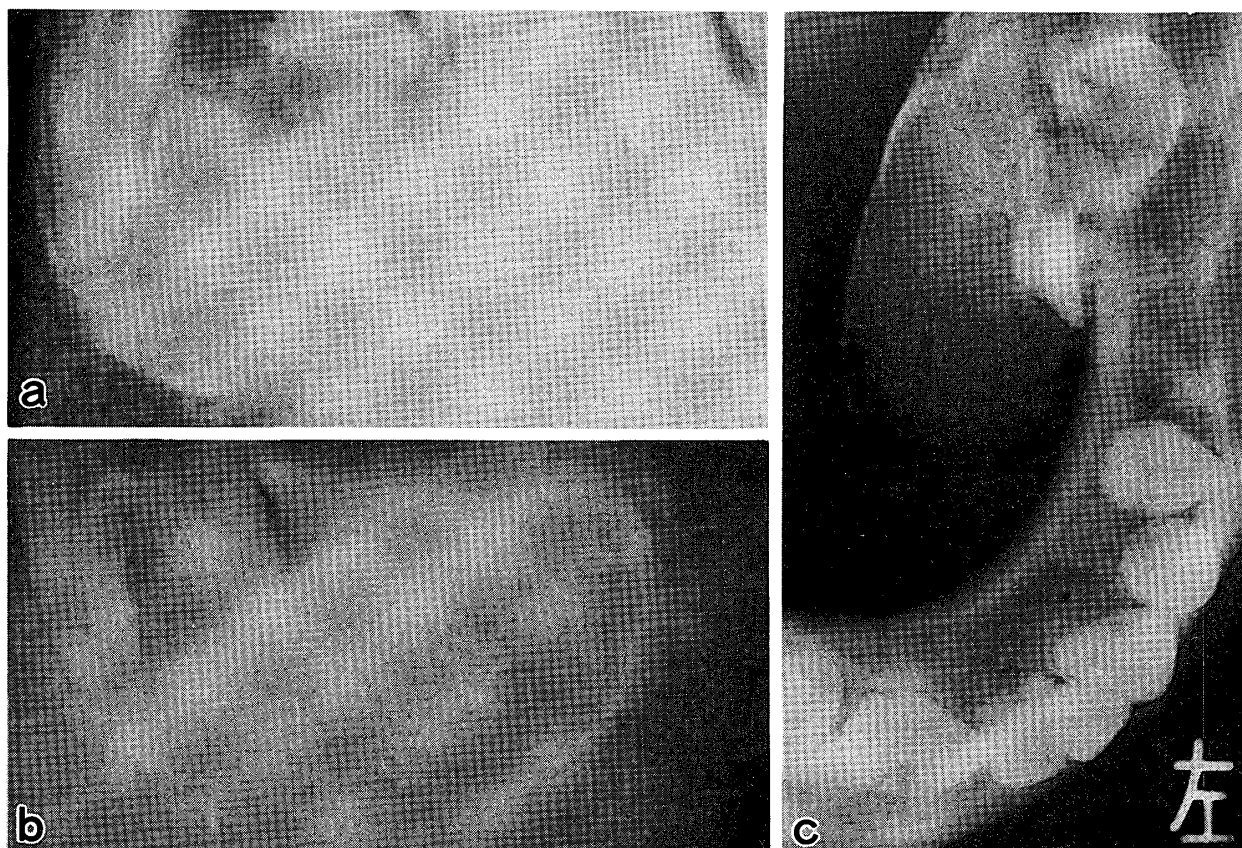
下顎骨小白歯部から大白歯部にかけて発生した周辺性骨腫の1例 (a~b: 歯科用X線写真, c: 咬合用X線写真)
